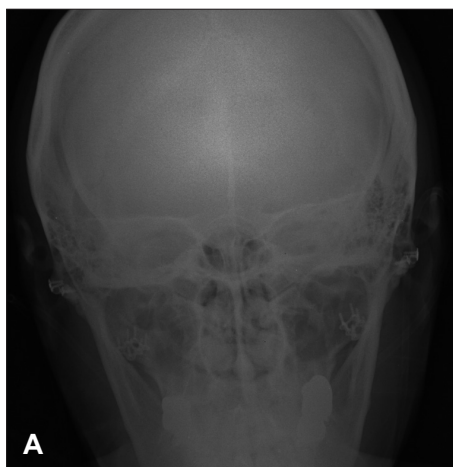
Skull AP (A) and lateral X-ray (B) images demonstrate the postoperative state of reduction malarplasty. AP: antero-posterior.
